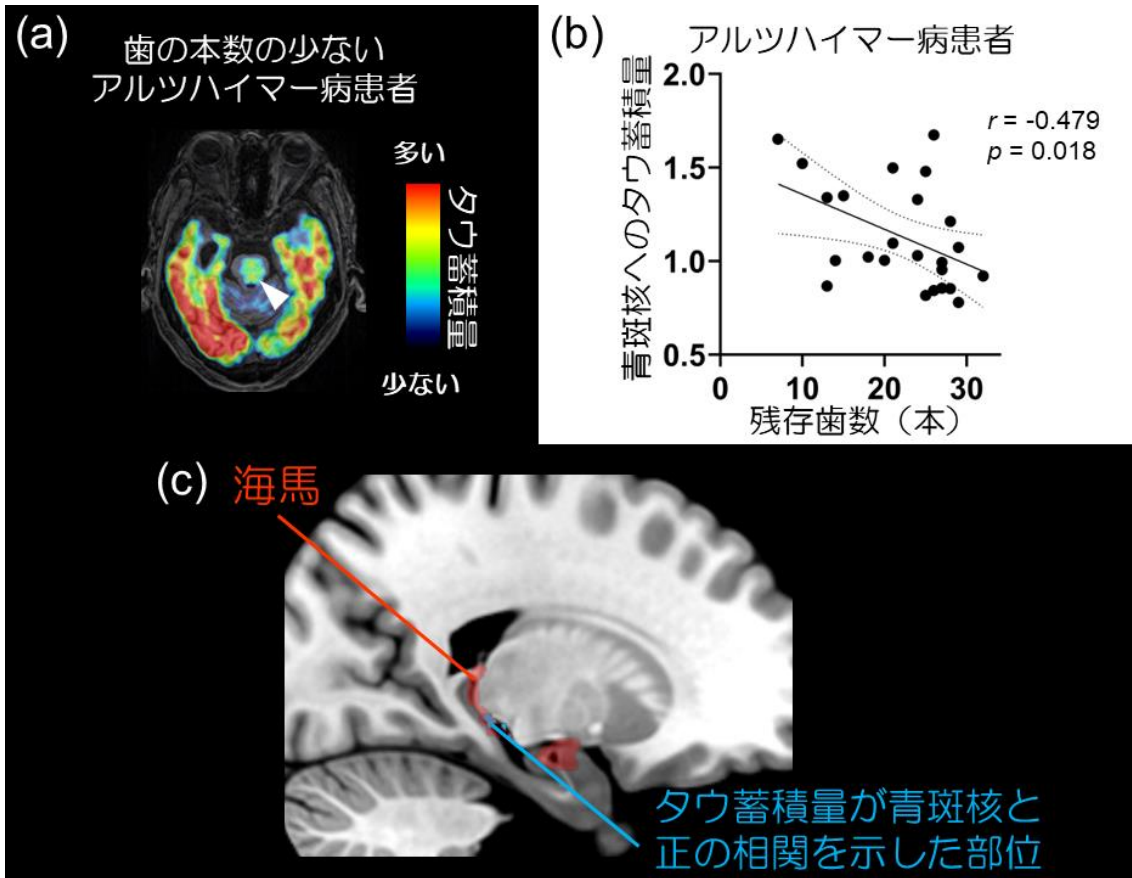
図 (a) 歯の本数の少ないアルツハイマー病患者の水平断のタウ PET 画像。脳幹部（白矢頭）に多量のタウ蓄積を認める。
